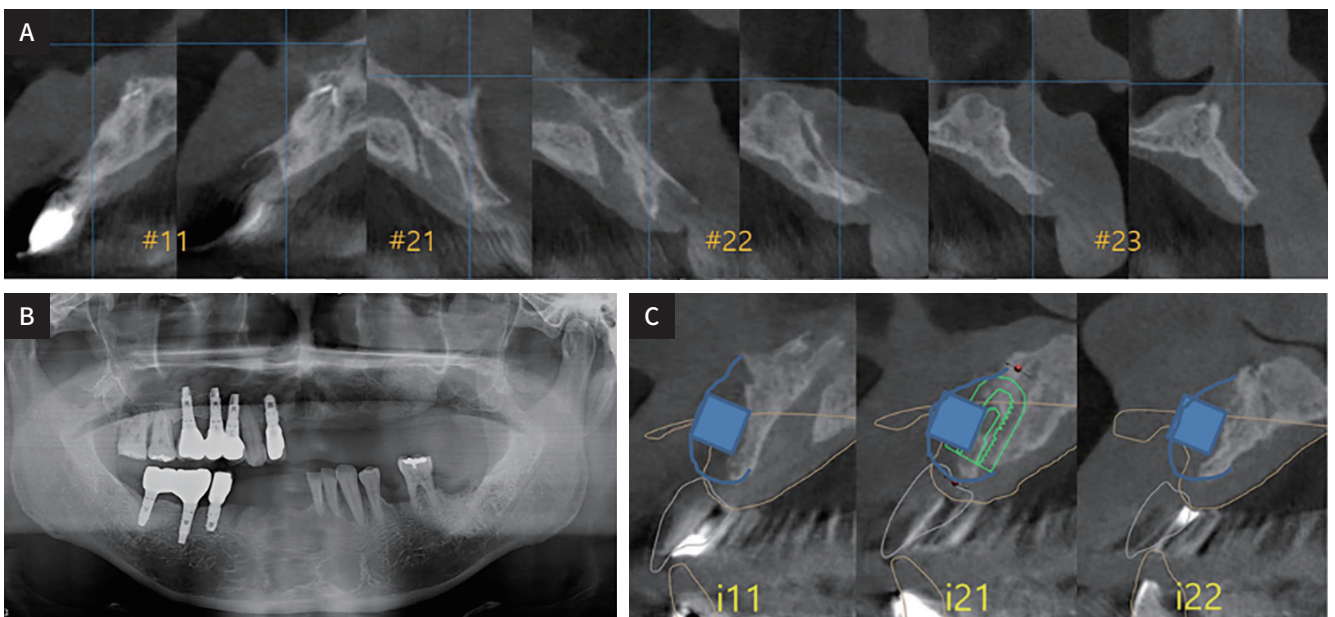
Anterior maxilla analysis. (A) Initial CBCT* analysis, hard tissue defects on anterior Maxilla, (B) Panoramic radiograph after 6 months 1st GBR⁺ (C) CBCT* Analysis, after 6 months 1st GBR⁺, hard tissue defects still insufficient for implant placement, need to be 2nd GBR⁺ with block bone graft (*CBCT, Cone Beam Computed Tomography; ⁺ GBR, Guided bone regeneration).
